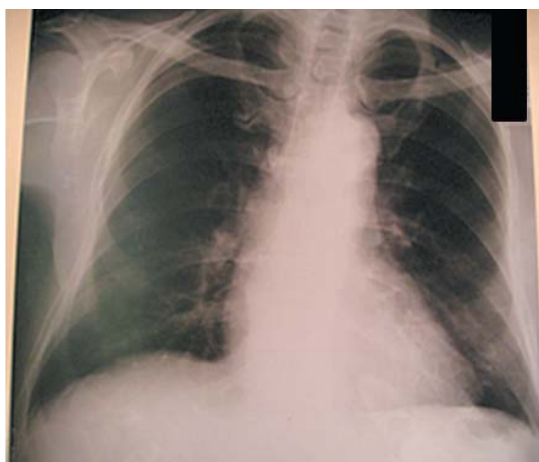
Radiografie toracică: imagine toracică fără modificări patologice.
